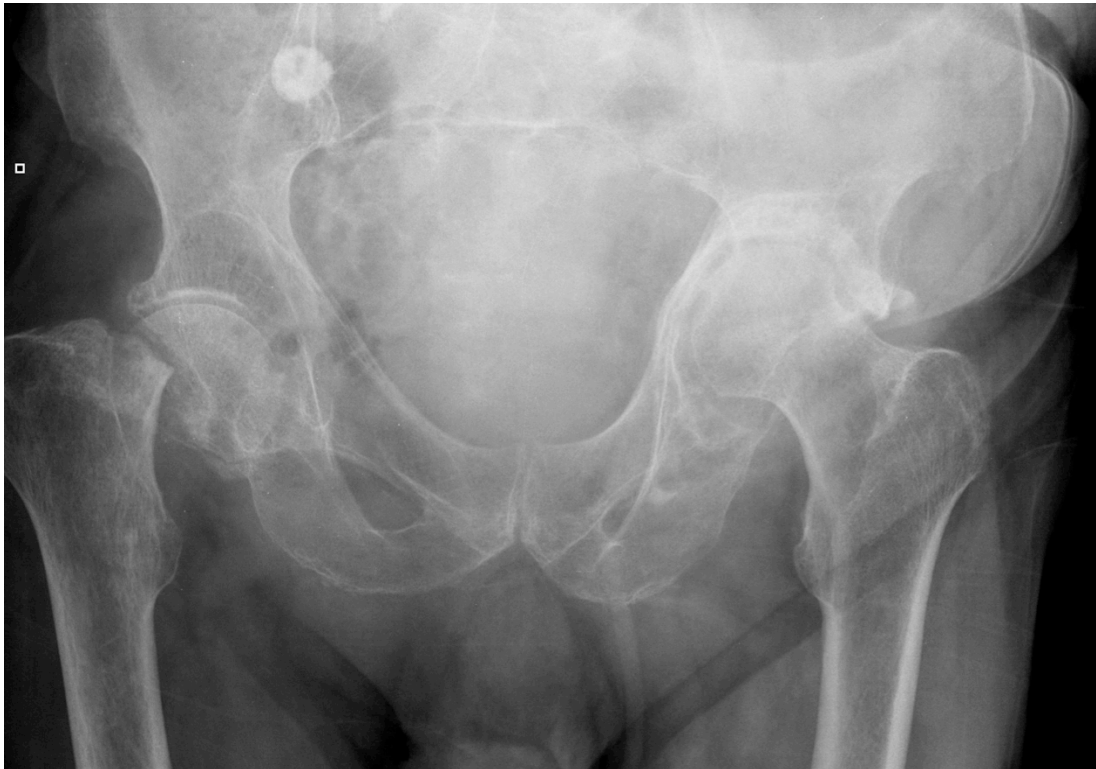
Radiografía anteroposterior de pelvis de una paciente con una fractura intracapsular de cadera derecha
